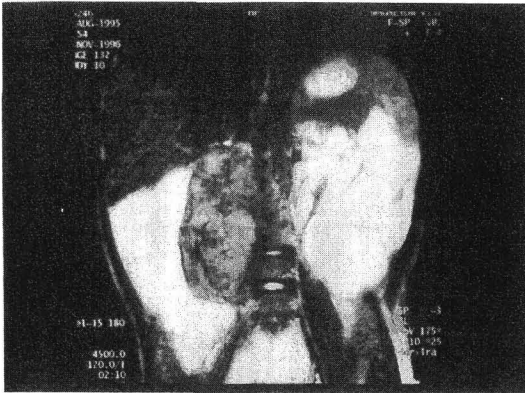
Abdominal MRI, showing a retroperitoneal tumor around the right adrenal gland extending to the right paravertebral space.
